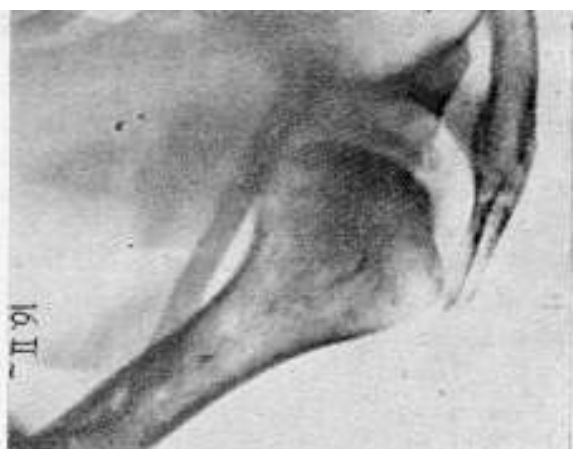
Artrosis de hombro artroscópica con un injerto retractorio que se colocó muy oblicuamente. En la radiografía del medio vemos la fractura del hueso y en la de la izquierda, a los 28 días, la solución de continuidad reparada por un grueso callo.
